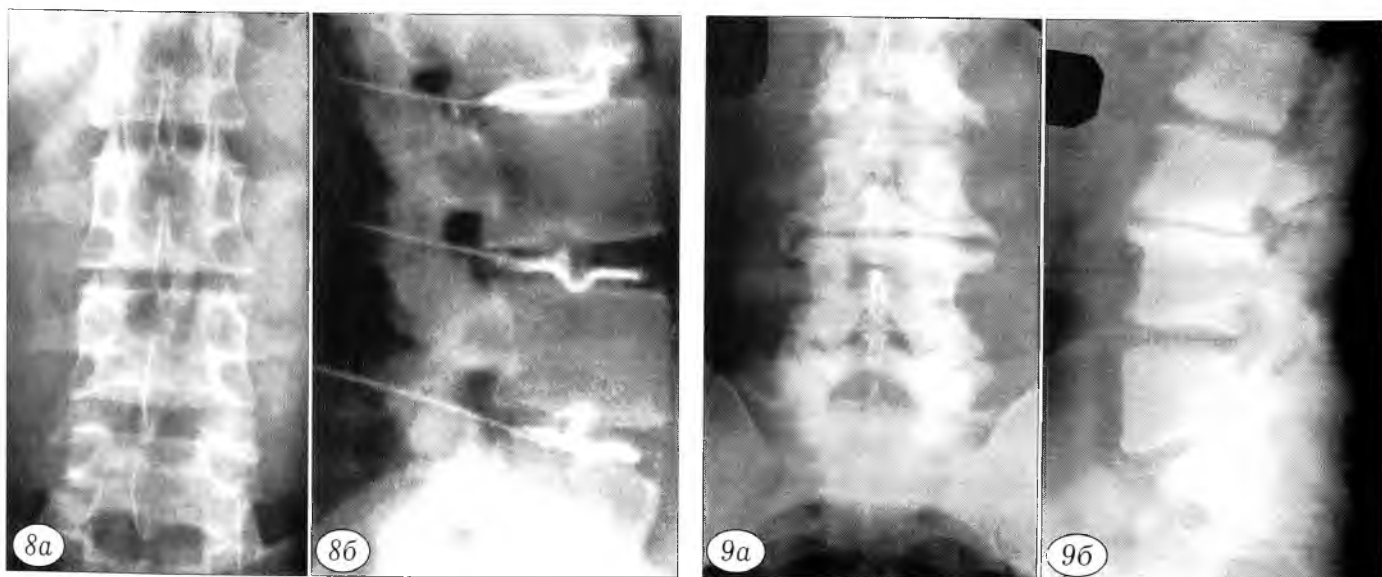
Рентгенограммы (а — прямая, б — боковая) поясничного отдела позвоночника больного О. 28 лет. Диффузная дегенерация поясничных дисков, спондилоартроз.
